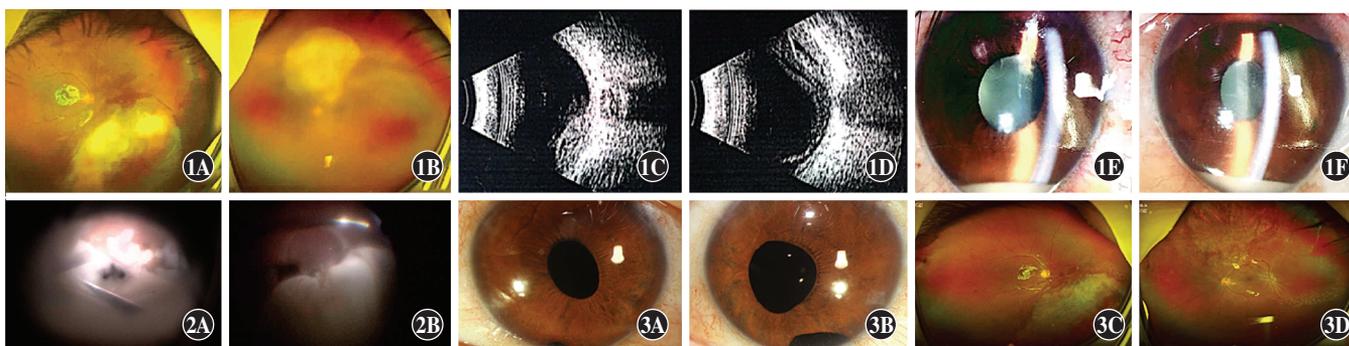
术前患者眼底照相、眼部 B 型超声和眼前节照相检查 A:眼底照相示右眼下方视网膜大片黄白色病灶 B:眼底照相示左眼视盘上方黄白色病灶 C:眼部 B 型超声检查示右眼玻璃体混浊,视网膜向玻璃体腔内隆起 D:眼部 B 型超声检查示左眼玻璃体混浊,视网膜脱离 E:眼前节照相可见右眼下方前房积液以及右眼液平 F:眼前节照相可见左眼下方前房积液,左眼液平略低于右眼 图 2 术中见患者双眼视网膜下大量黄白色脓苔物质 A:右眼 B:左眼 图 3 出院时患者眼前节照相和眼底照相检查 A、B:眼前节照相示双眼(A:右眼;B:左眼)角膜透明,前房清 C、D:眼底照相示双眼(A:右眼;B:左眼)视网膜平伏,可见散在激光斑
